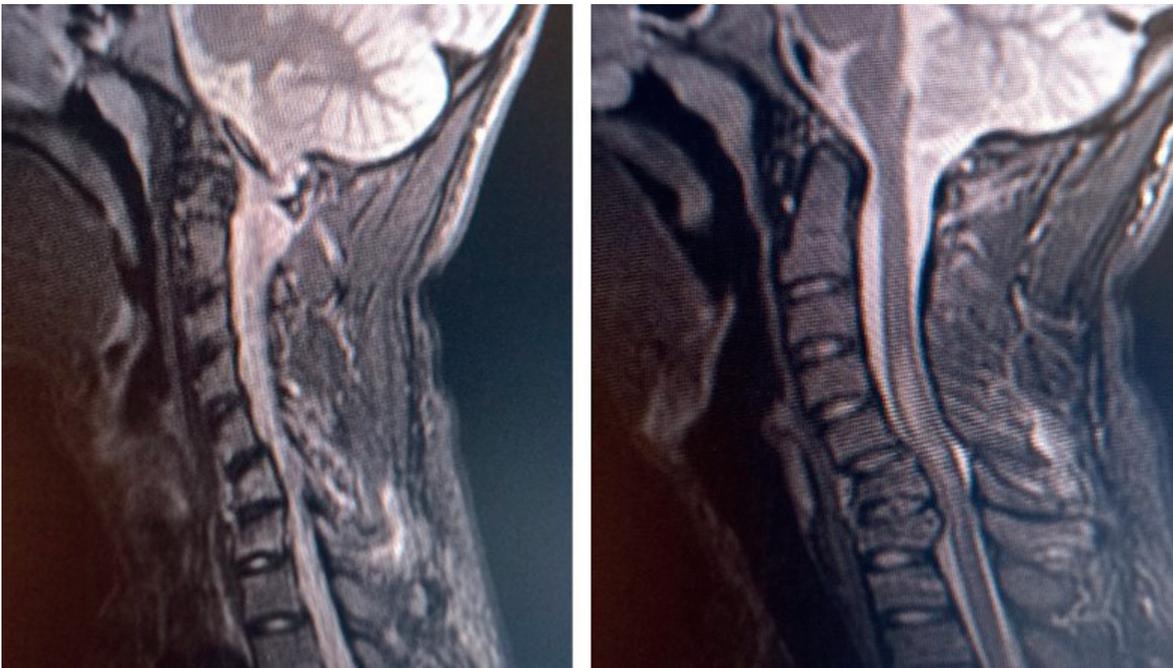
МРТ шейного отдела позвоночника (позвонки С6 и С7) до операции. В очаге повреждения выраженная гематомиелит и миеломалация травматического генеза
